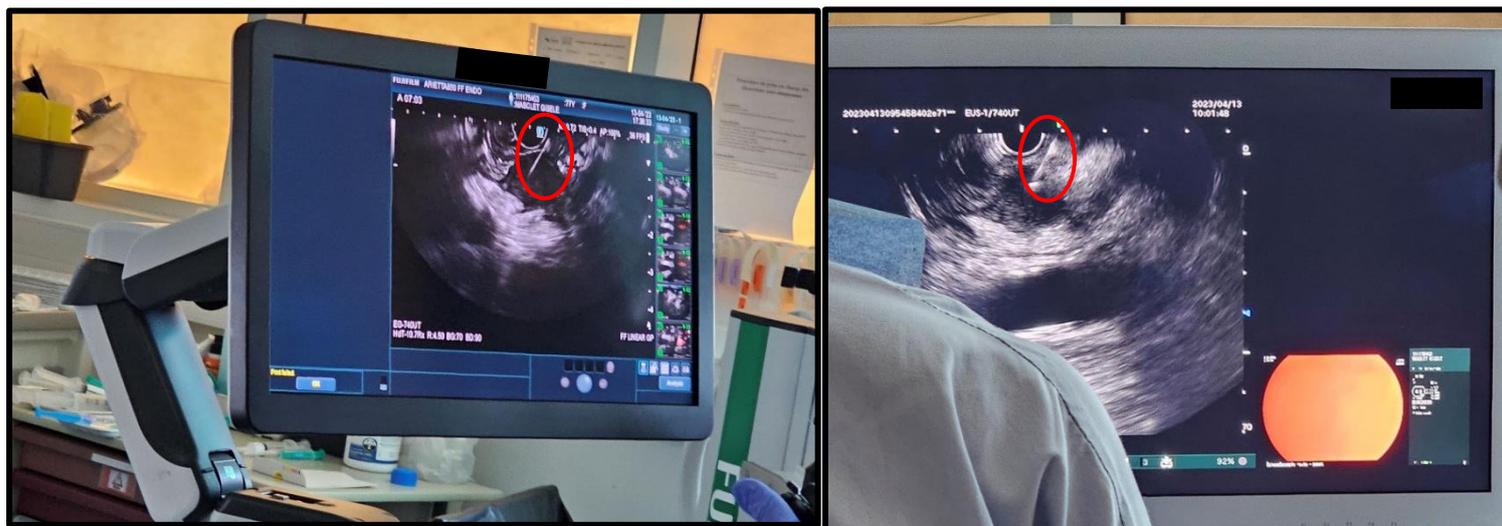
Réalisation d'une ponction guidée par EUS- Comparatif des solutions d'échographie, source : auteur
